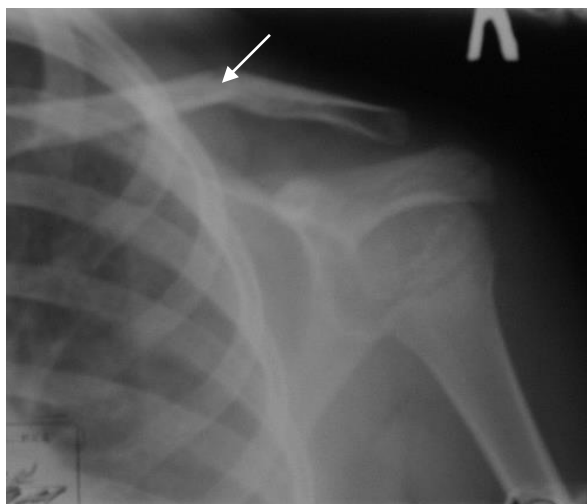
Рентгенограмма плечевого сустава в прямой проекции. Перелом тела ключицы со смещением отломков под углом, открытым книзу (стрелка). Линия перелома не прослеживается. Стадия заживления. Сросшийся перелом тела ключицы
